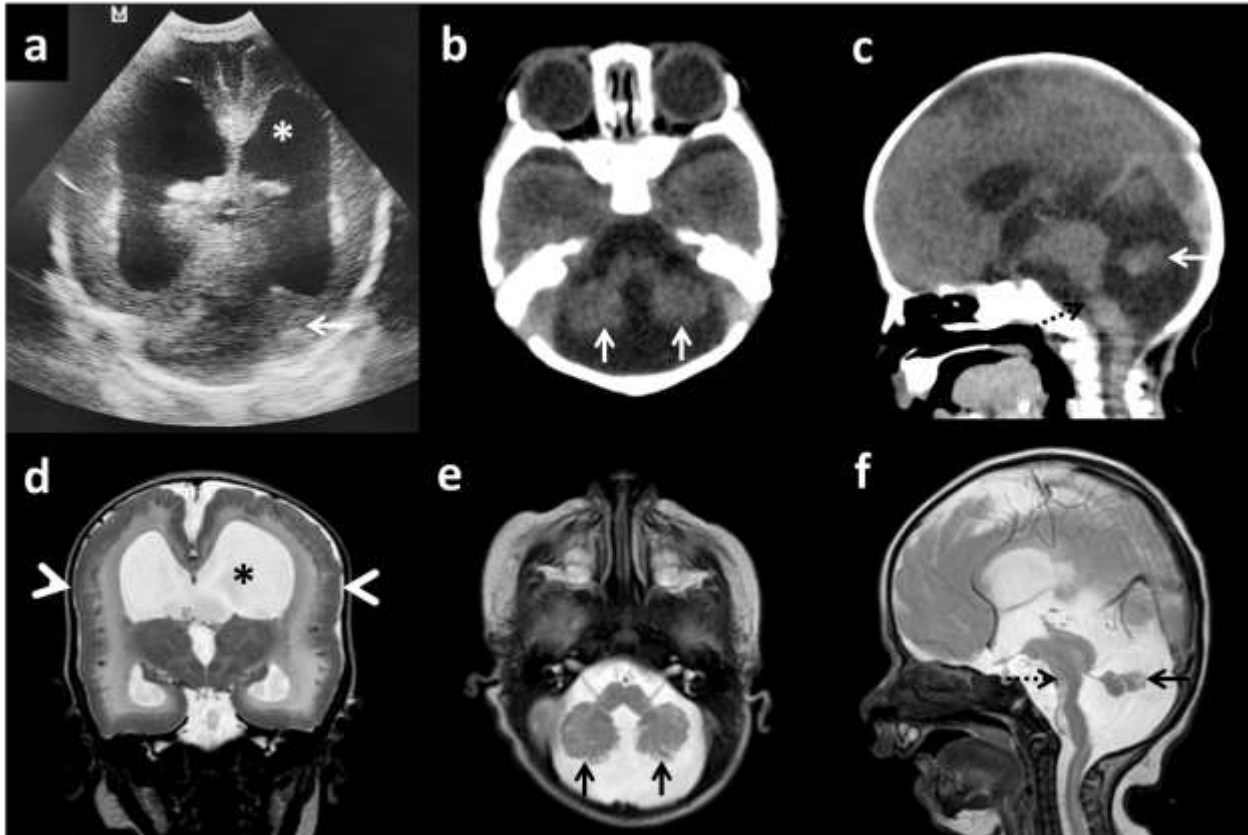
Mismo caso de la figura 8. Estudios postnatales. En a) corte coronal de US transfontanelar a los 5 días de vida. En b) corte axial y c) corte sagital de TC a los 6 días de vida. En d) corte coronal, e) corte axial y f) corte sagital de RM en T2 a los 40 días de vida. Observe la confirmación de los hallazgos de la RMf; ventriculomegalia (asterisco), hipoplasia de cerebelo (flecha entera), hipoplasia del tronco cerebral (flecha cortada) y lisencefalia (cabeza de flecha). Diagnóstico postnatal de síndrome de Walker-Warburg.
